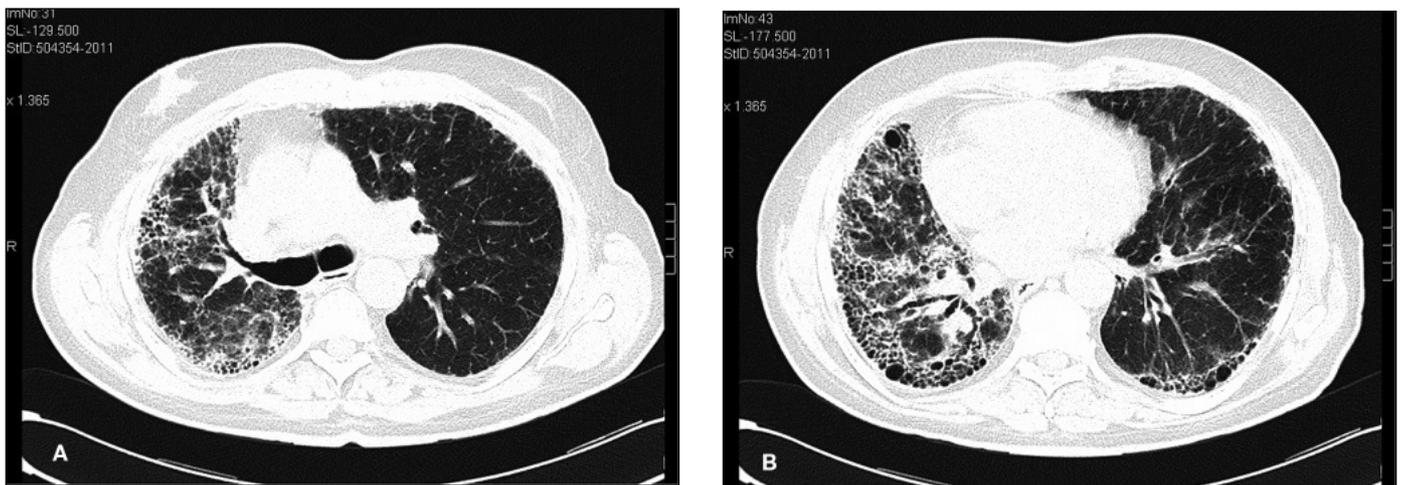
A y B) Tomografía computarizada de alta resolución torácica a los 2 años de seguimiento, donde se observan extensas áreas de panalización, sobre todo en el pulmón derecho.
